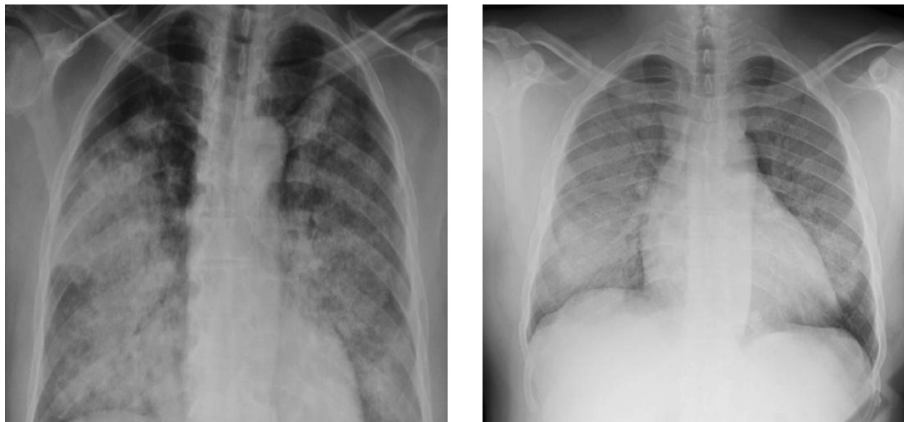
Рентгенография ОГК у пациента с ДАК
